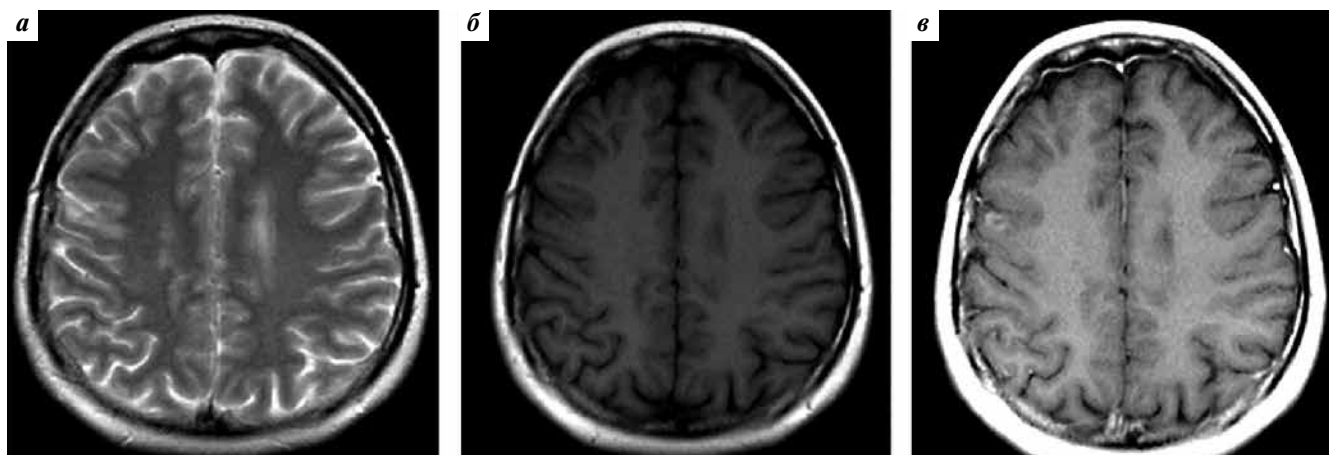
Магнитно-резонансная томография головного мозга пациентки Б. от 18.04.2013 в режимах T2-взвешенных изображений (ВИ) (а), T1-ВИ (б) и T1-ВИ после внутривенного контрастирования (в). Очаговое образование в правой лобно-теменной области, накапливающее контрастный препарат
